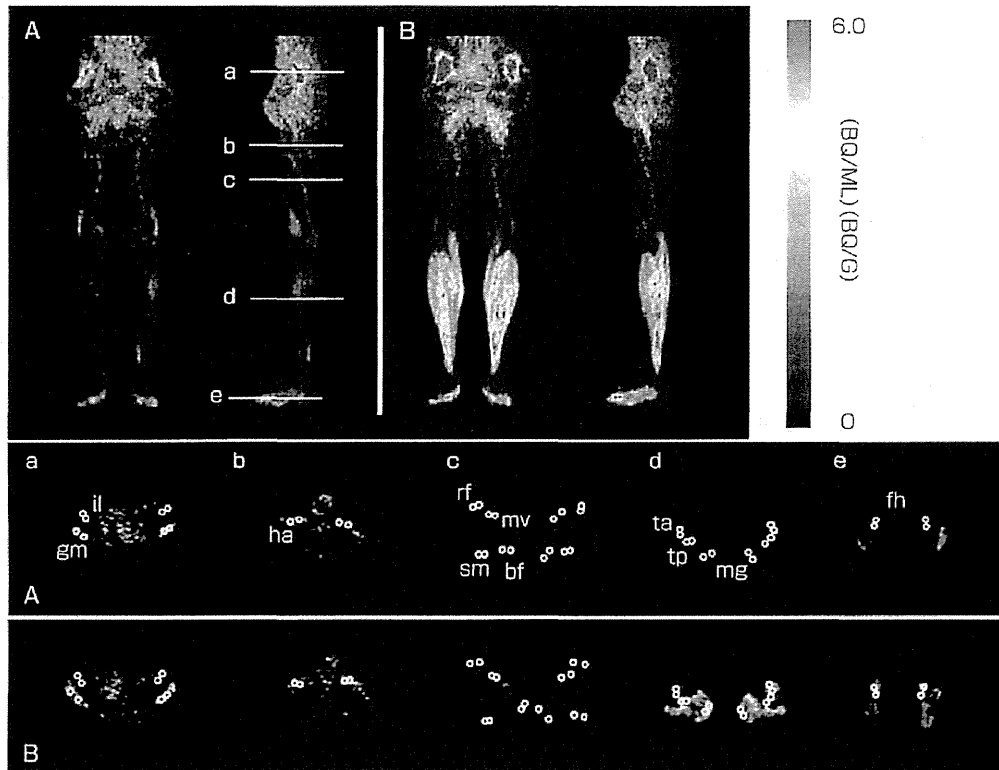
歩行アシストなし(A)と歩行アシストあり(B)の時の FDG-PET 出力例¹⁹⁾
